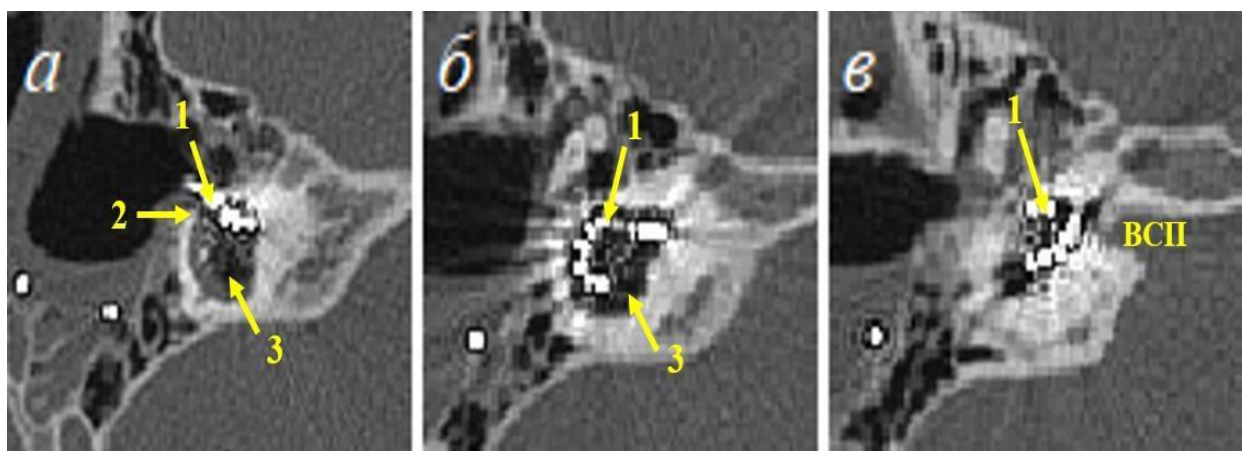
Контрольная МСКТ: а- начальный этап проведения электродной решетки (1) через доступ в области рудиментарного выступа
